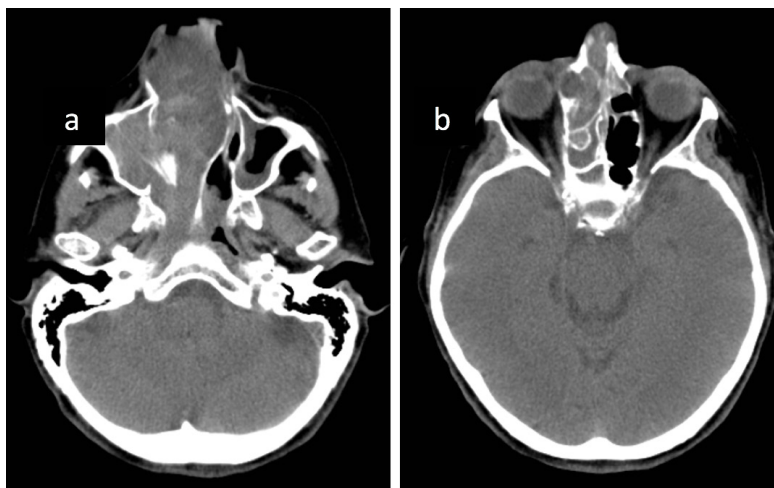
TC sin contraste endovenoso. Cortes axiales. Imagen con densidad de partes blandas con extensión a seno maxilar y celdillas etmoidales (a y b).
